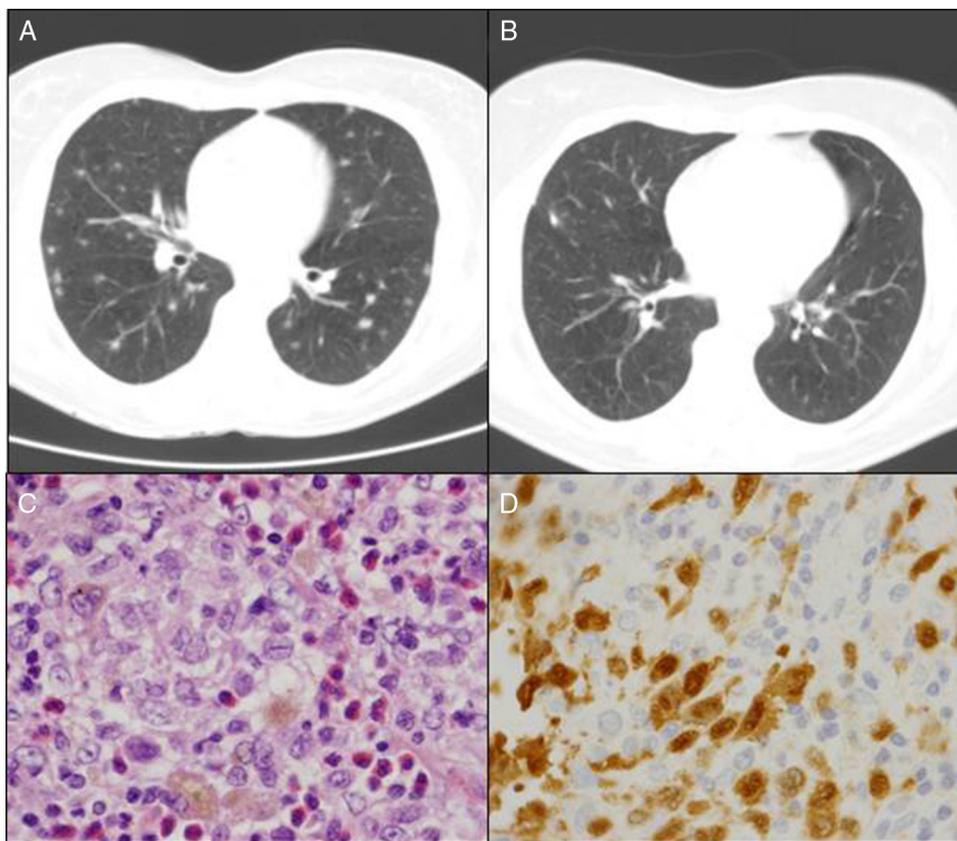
A) TAC pulmonar al momento del diagnóstico. B) TAC pulmonar a los 6 meses del abandono del hábito tabáquico. C) Células de Langerhans (hematoxilina-eosina). D) Técnica IHQ positiva para CD1a ($\times 100$).
